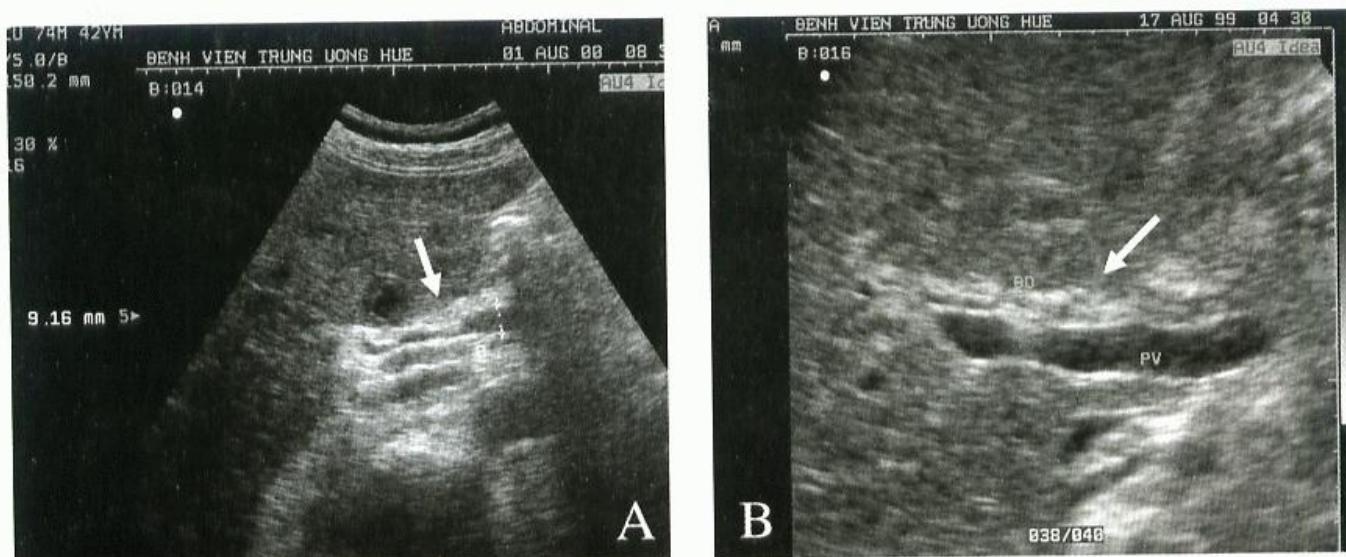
Thương tổn sán lá gan; hình A-mặt cắt dọc kẽ sườn P: nền nhu mô gan không đồng nhất, đồng thời xuất hiện nhiều ổ áp xe nhỏ, lưu ý thương tổn dày bao gan (mũi tên). B - Thương tổn dày bao gan và xuất tiết dịch (mũi tên). C, D - Dấu hiệu vòng tròn thế vận hội trên siêu âm và đối chứng trên CT (mũi tên) lưu ý vùng gan thâm nhiễm quanh các ổ áp xe, bên P của hình C cho thấy hạch (ln) ở rốn gan.
